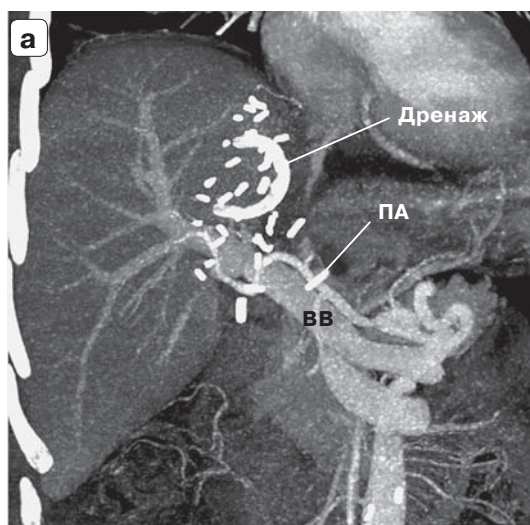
Трансплантат правой доли печени после операции: а — компьютерная томограмма; б — реконструкция. ППВ — правая печеночная вена; ПВ S_v — печеночная вена от S_v .
